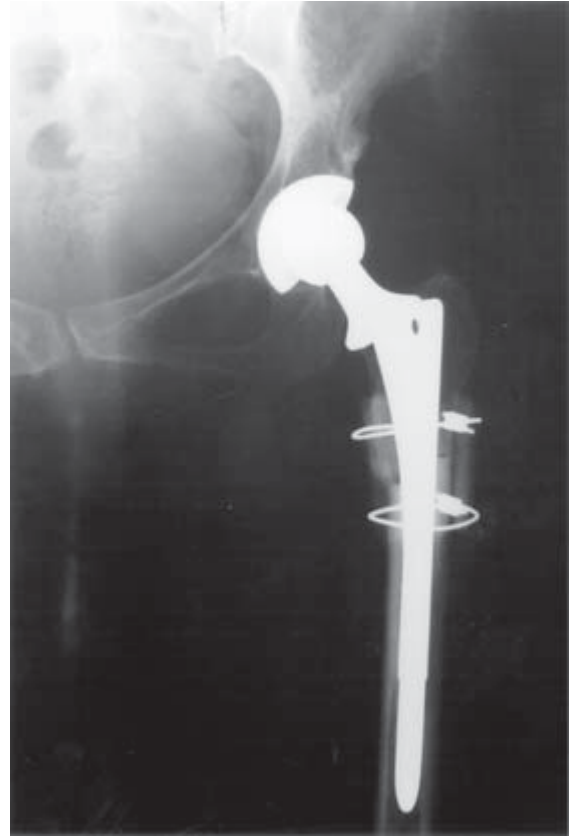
Ameliyat sonrası ön-arka sağ kalça grafisi. Asetabular komponent gerçek asetabulumla yerleştirilmiş. Femur başının redüksiyonu ve femoral komponentin medüller kanala yerleştirilebilmesi için eski osteotomi bölgesine düzeltme osteotomisi ile birlikte kısaltma osteotomisi uygulanmış.
